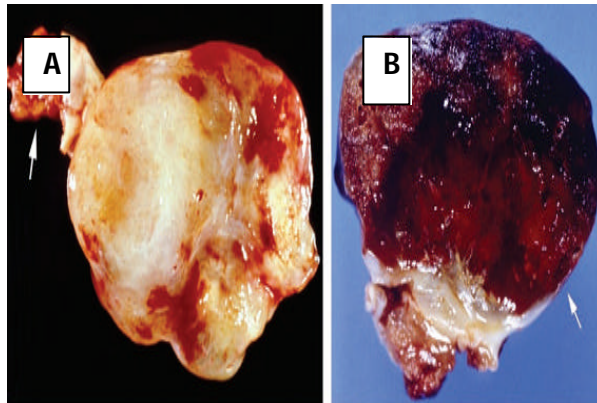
Mixoma Tipo 2. Mixoma no Velloso o Sólido. Mixoma atrial izquierdo, redondo, liso, pediculado (flecha), con focos hemorrágicos en su superficie. Extraído de Radiographics. 2002;22:673-689.
